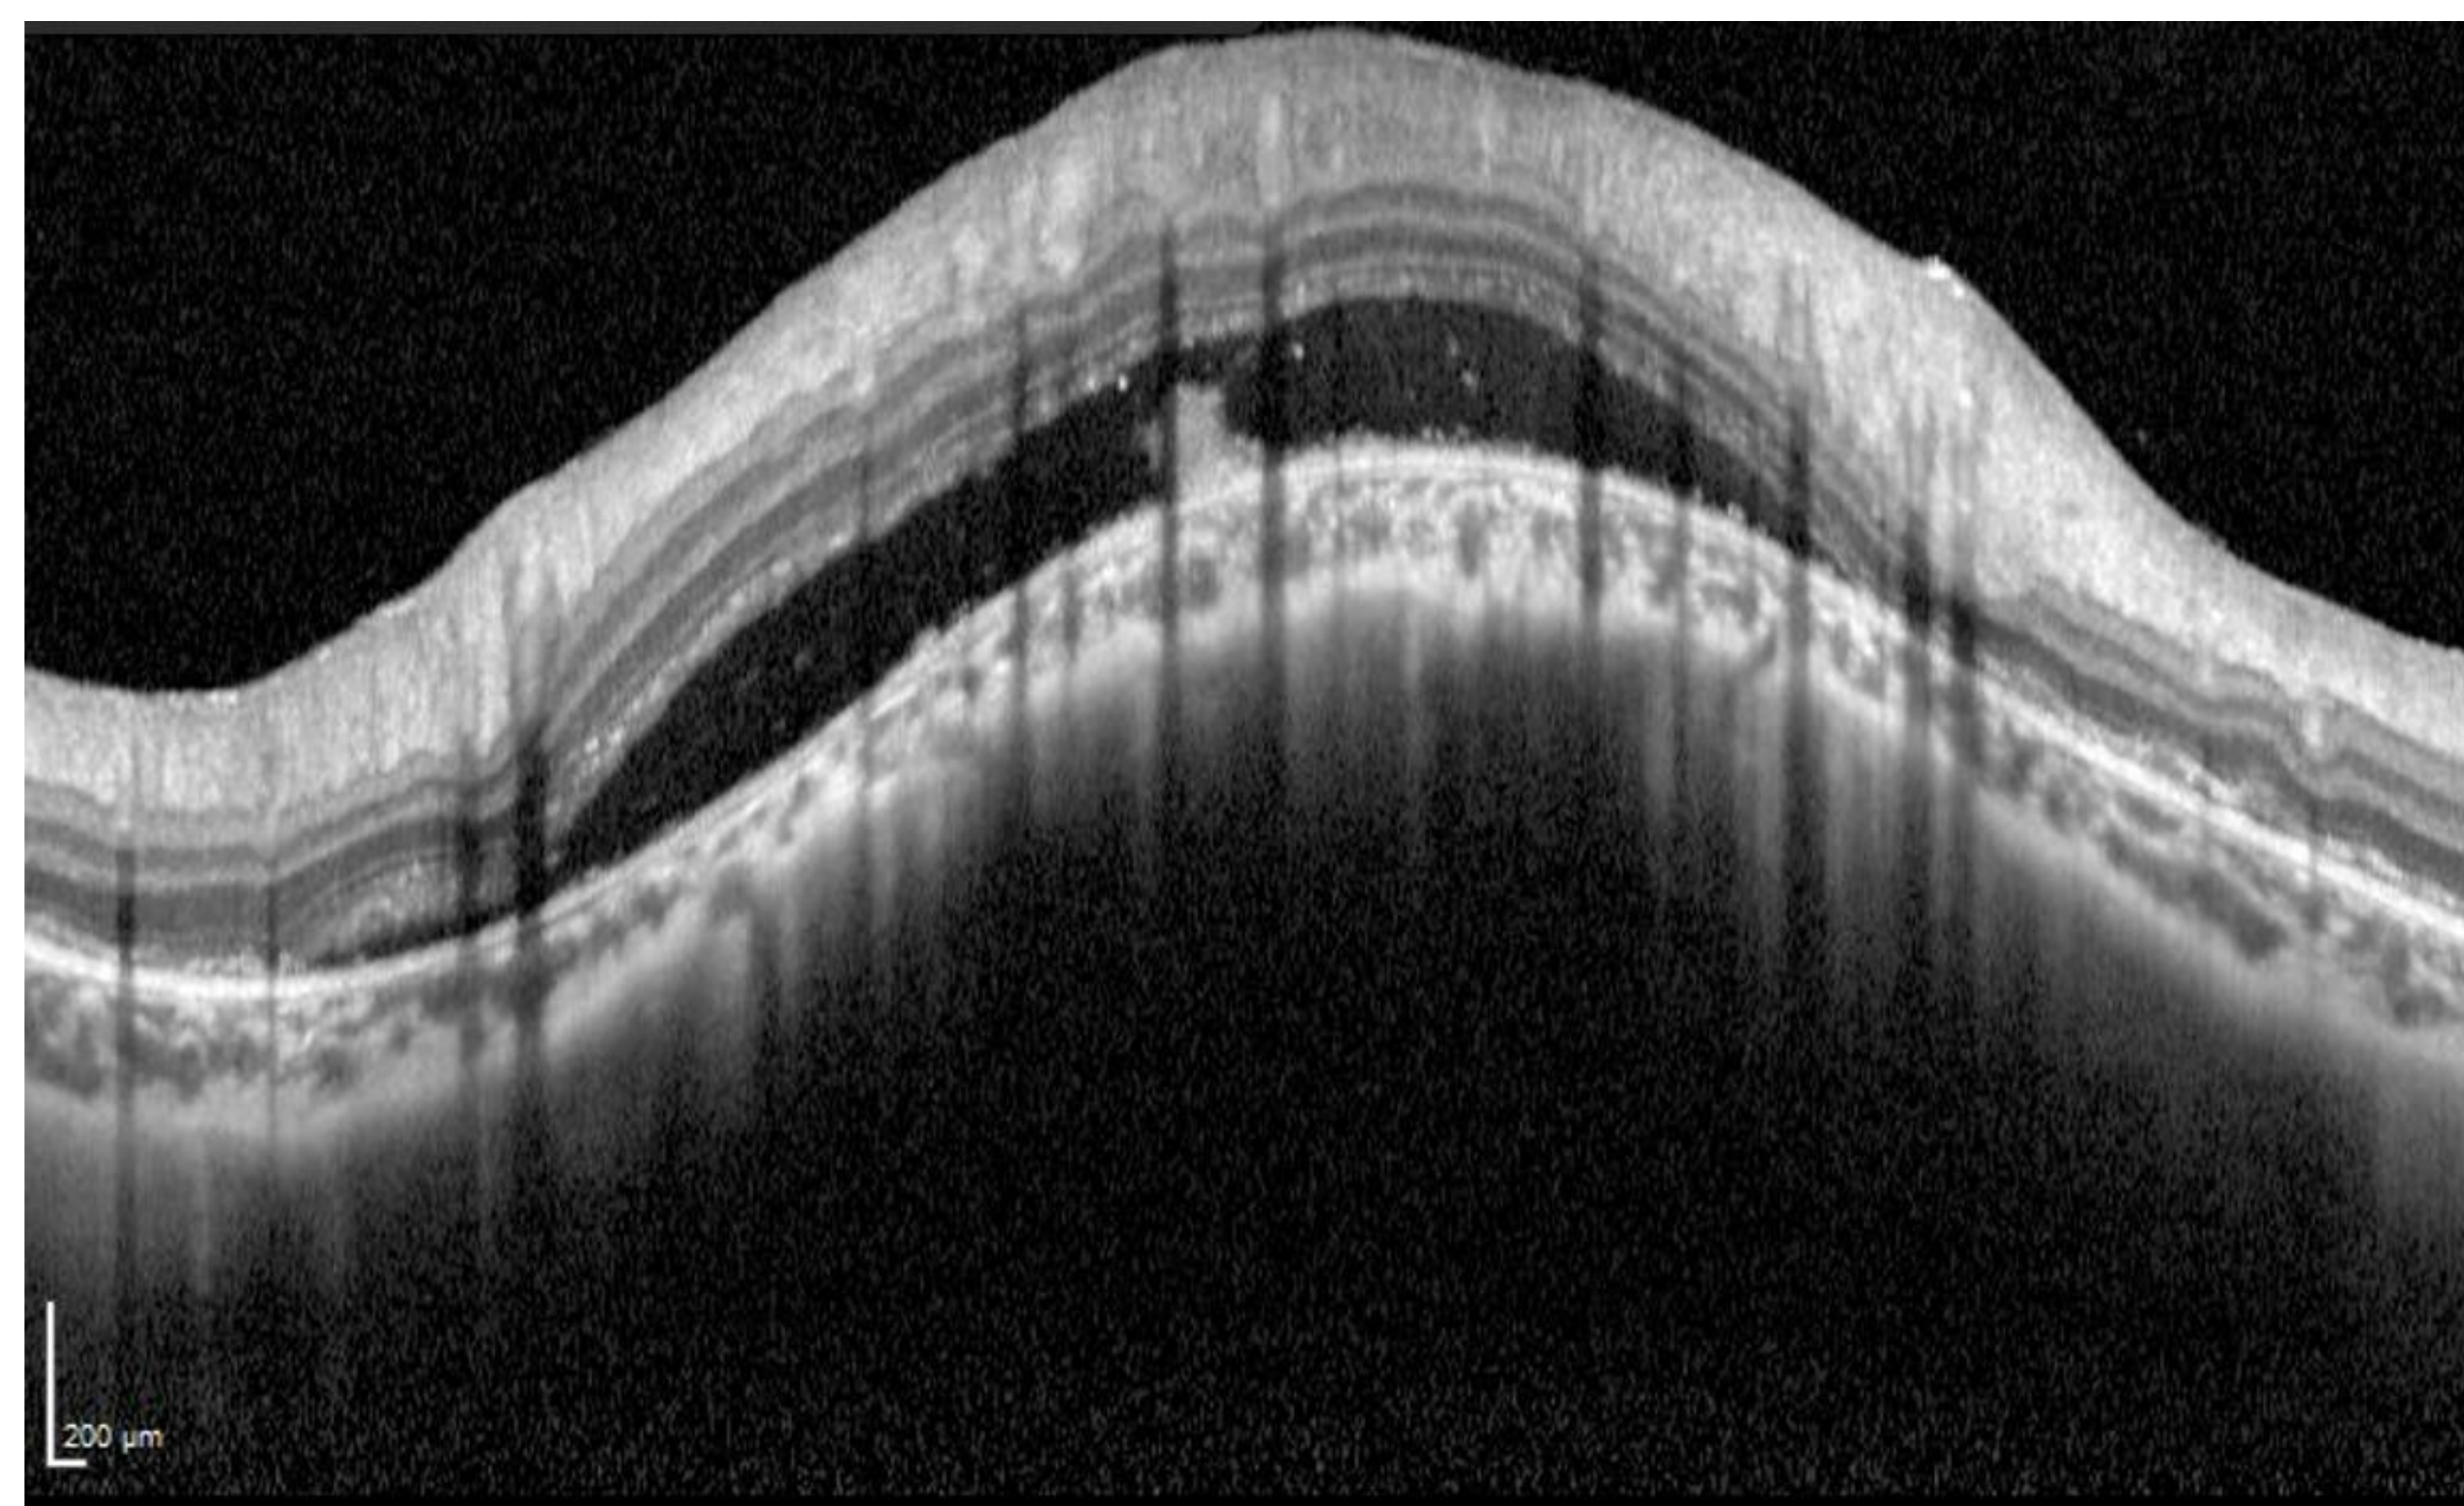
Imagen de desprendimiento de retina exudativo de ojo derecho obtenida por OCT (Tomografía de Coherencia Óptica).
